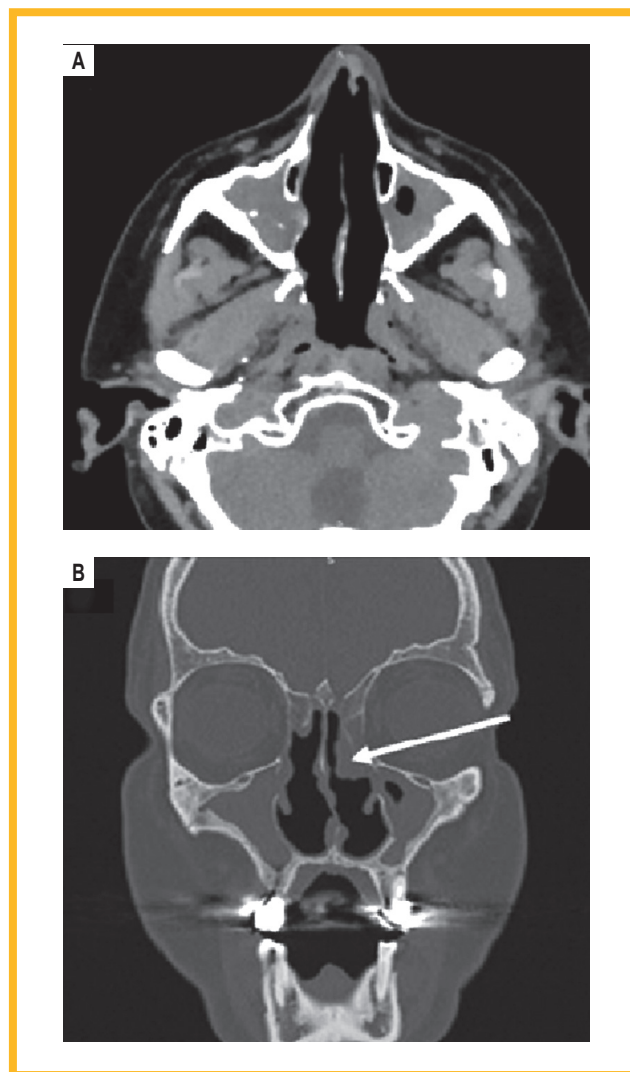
Мультиспиральная компьютерная томография околоносовых пазух пациента с эозинофильным гранулематозом с полиангиитом: А – двусторонний верхнечелюстной синусит; В – полип слизистой оболочки левой носовой полости (стрелка)
